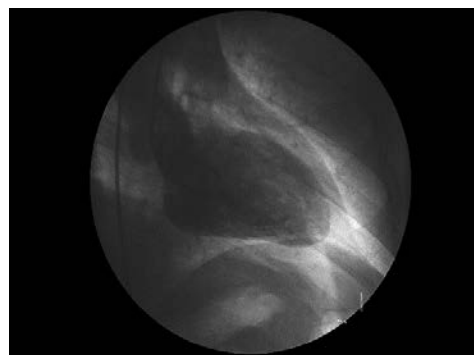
心臓カテーテル検査で得られた左心室のX線画像
